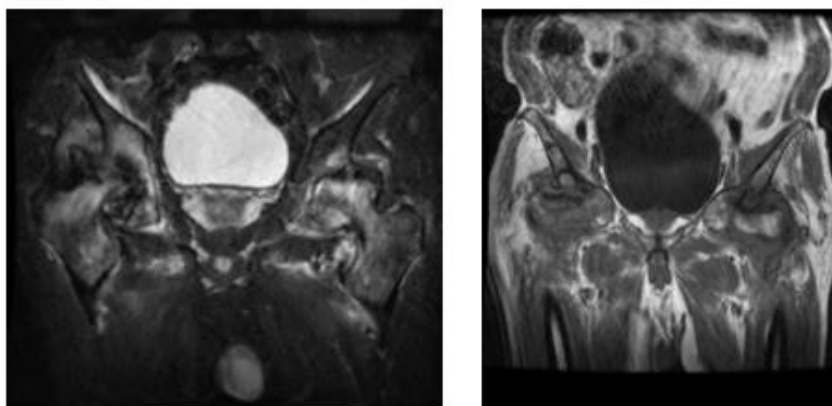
RM pelvis ósea. Prominente edema óseo con afectación femoral y acetabular bilateral visualizados en la secuencia STIR en el plano coronal (A).
